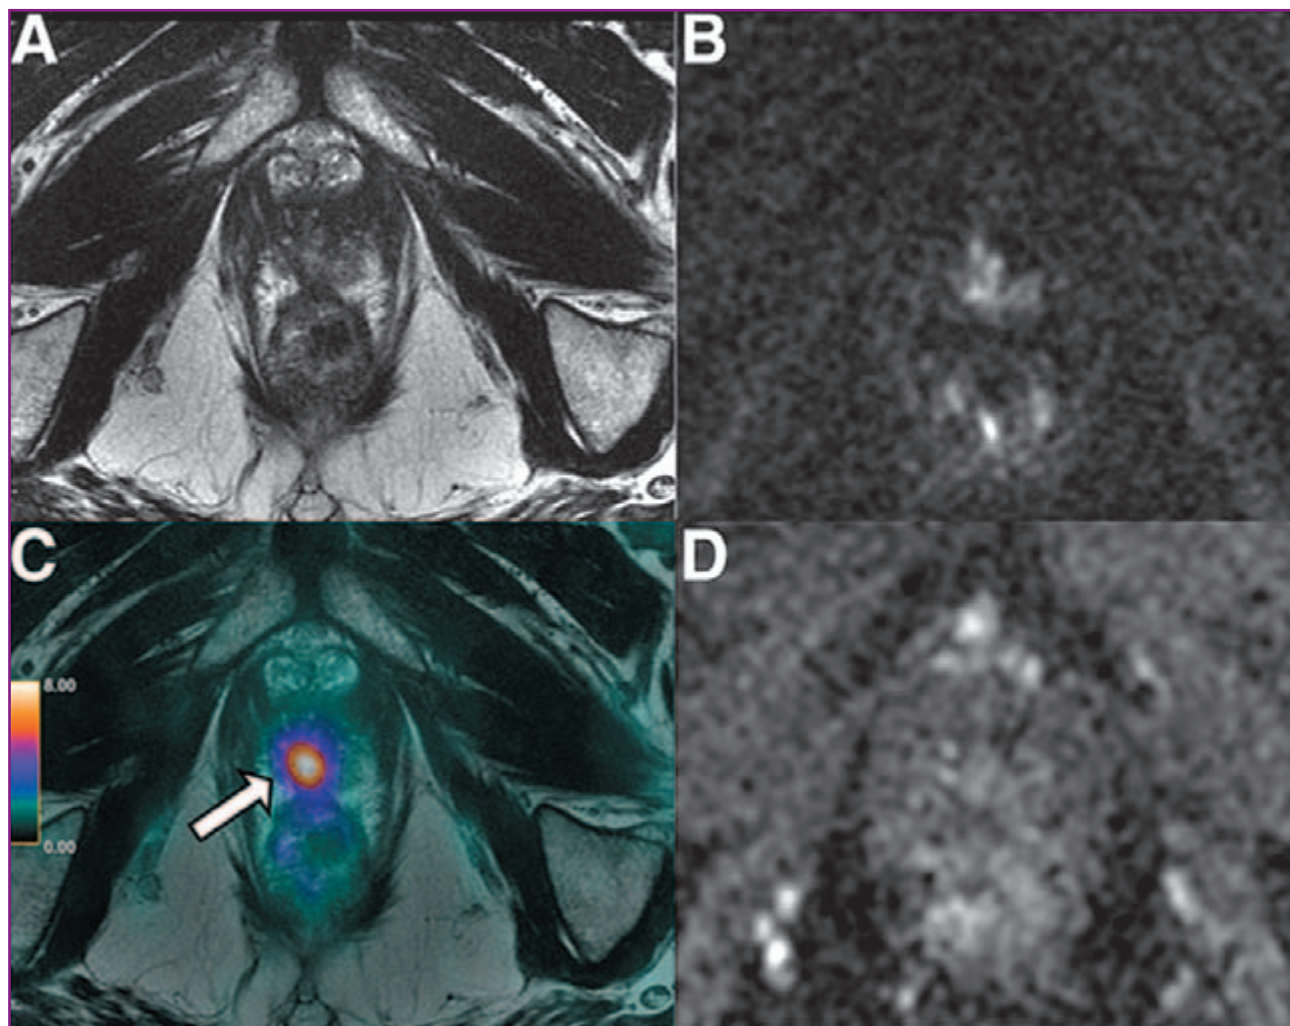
мпМРТ та ПЕТ/МРТ із 68Ga-ПСМА пацієнта К. із РПЗ, 69 р. (за шкалою Глісона 7), після здійснення високоінтенсивної фокусної ультразвукової терапії (1 рік тому). А, В і D: за даними мпМРТ вірогідних ознак рецидиву РПЗ не виявлено. С: на ПЕТ/МРТ з 68Ga-ПСМА візуалізується вогнище інтенсивного поглинання радіоіндикатора (позначено стрілкою), що свідчить про рецидив РПЗ, що верифікований у подальшому даними біопсії (за шкалою Глісона 4 + 4). (Burger I.A. et al., 2019)
